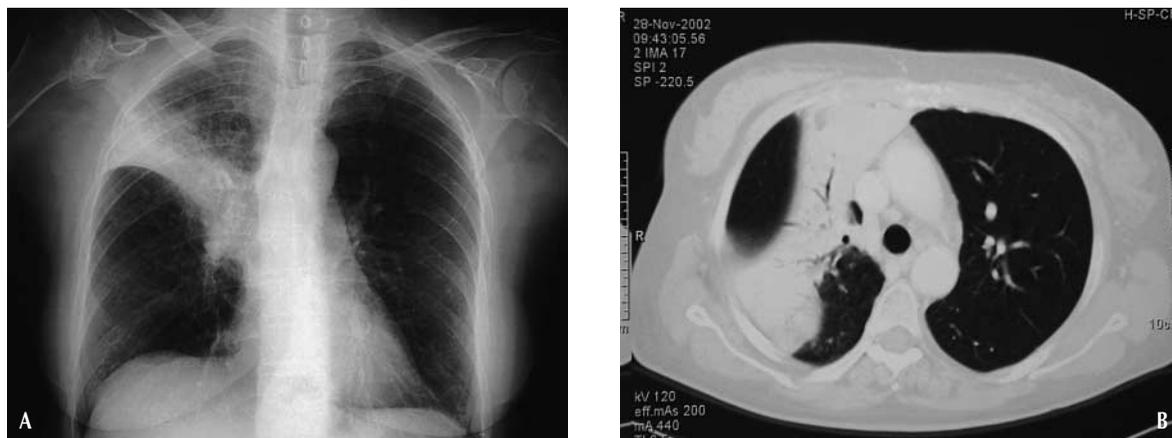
A) Radiografia standard del torace all'esordio della tubercolosi: esteso addensamento parenchimale nel lobo superiore destro. B) Tomografia assiale computerizzata (TC) indicante l'estensione dell'addensamento parenchimale dalla parete toracica anteriore a quella posteriore.
